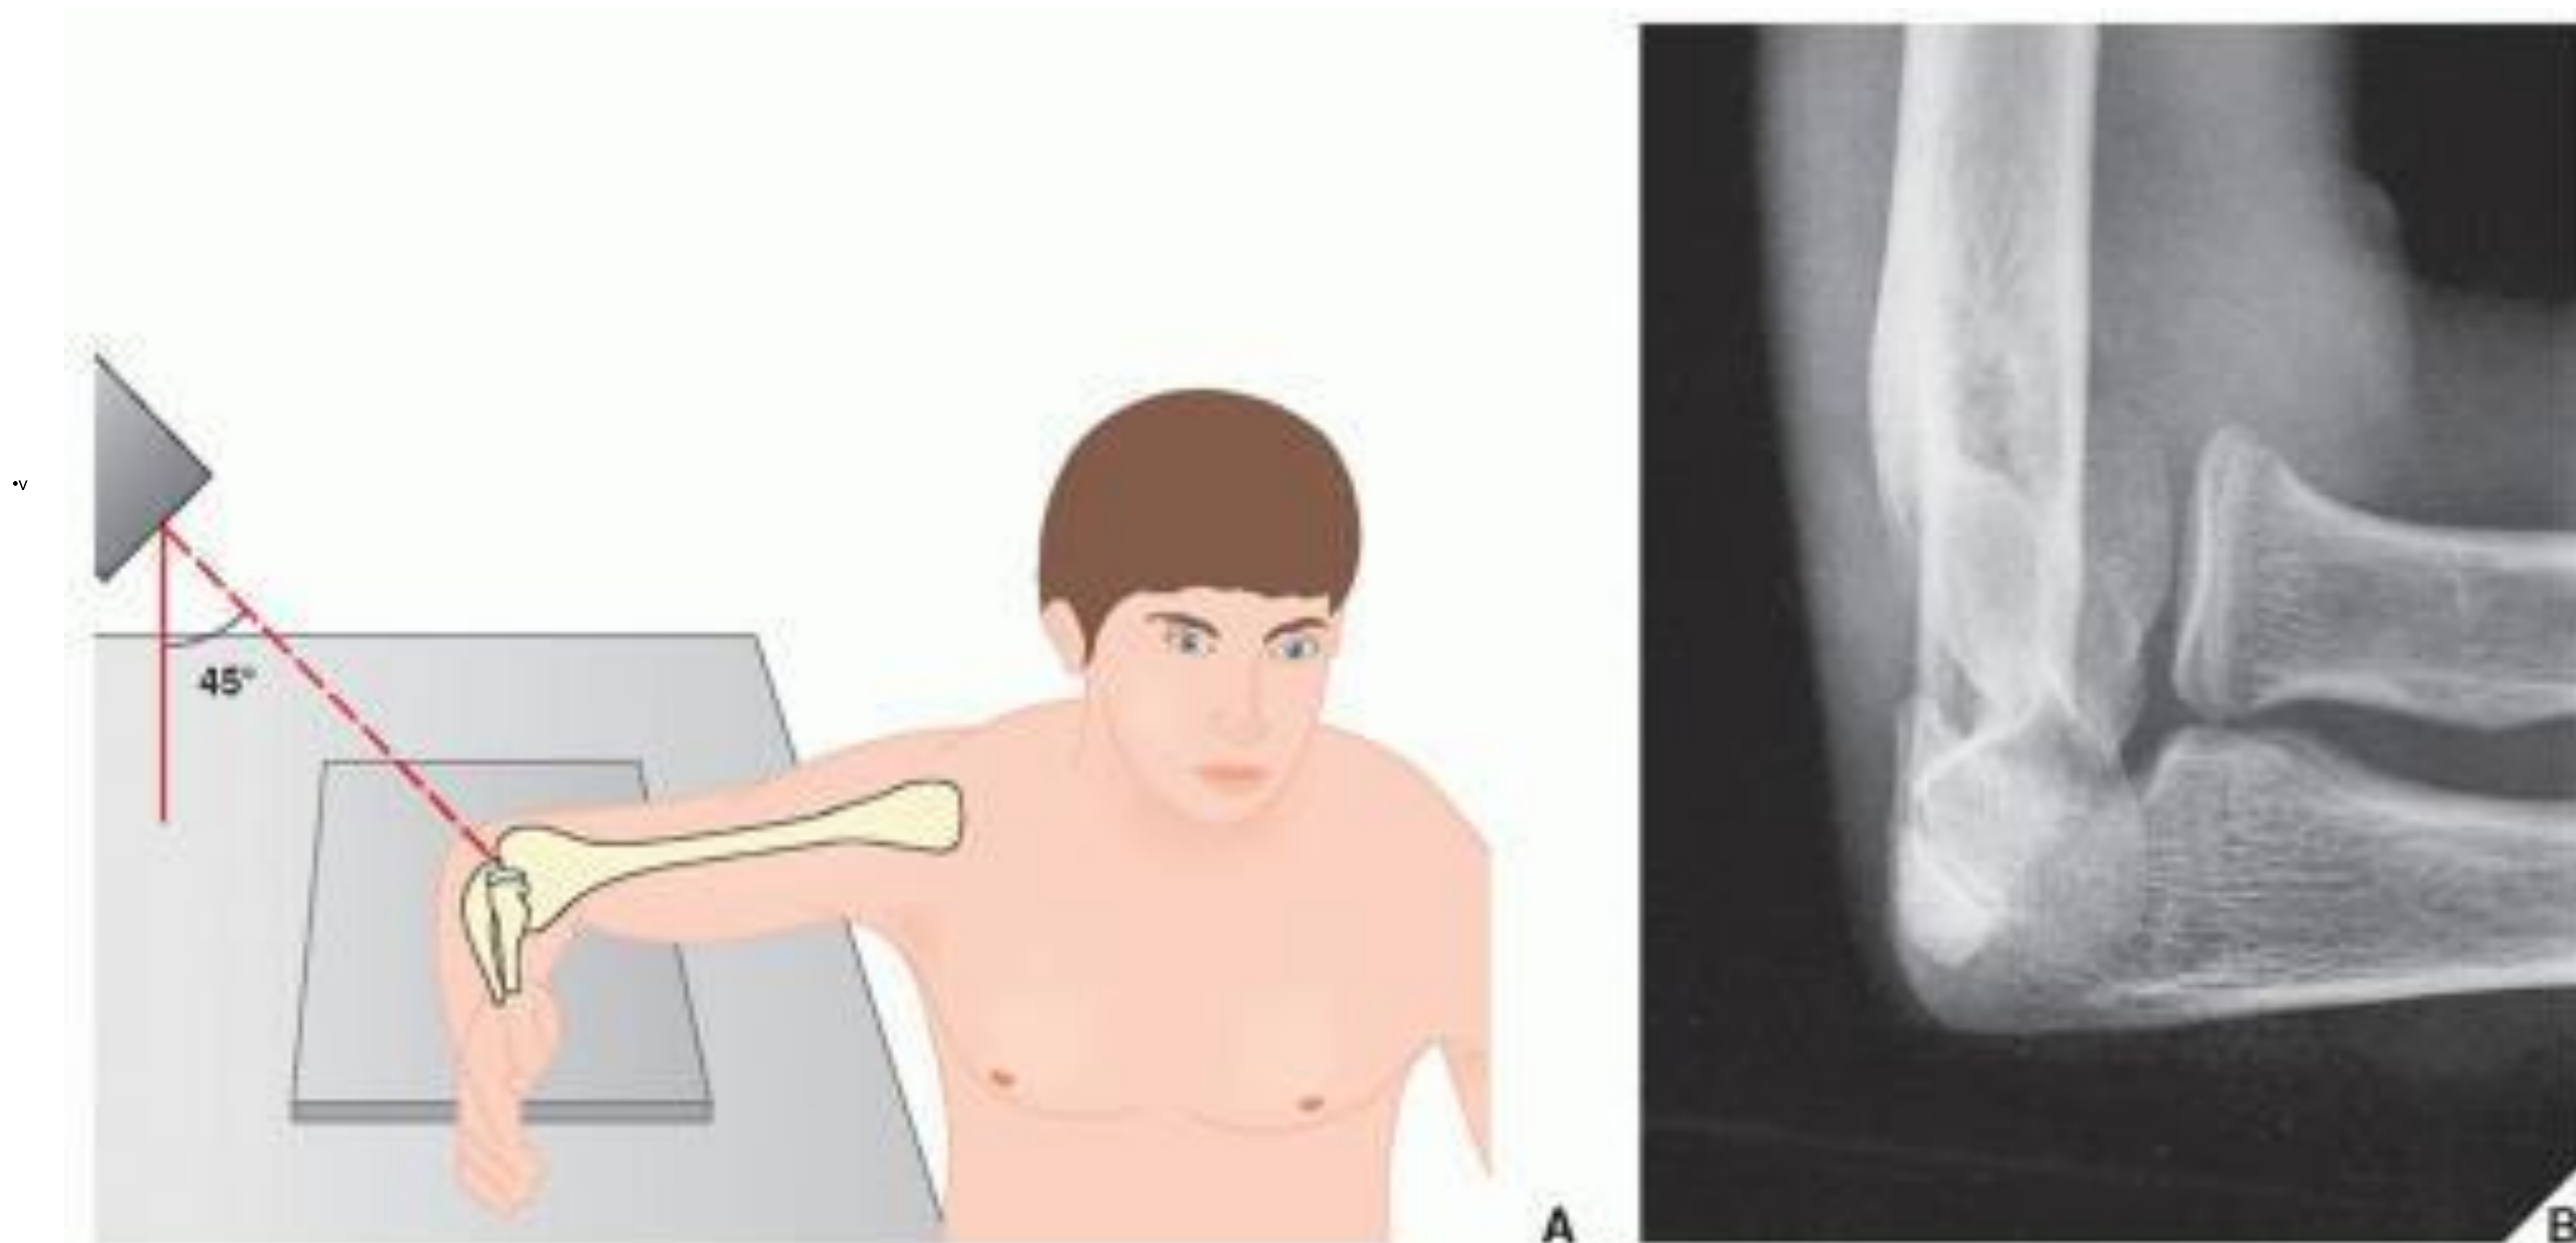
A la izquierda, ilustración que refleja la técnica de adquisición de la proyección de Greenspan o radiocapitelar del codo. A la derecha, imagen de radiografía simple de dicha proyección de un codo normal, sin líneas de fractura.
